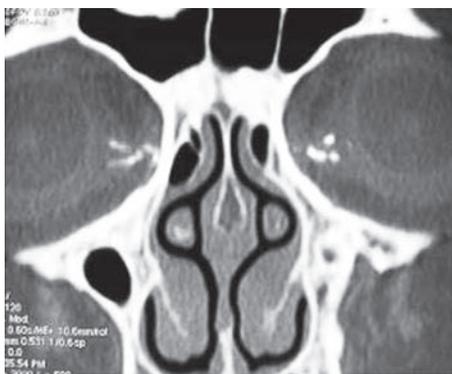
МСКТ с контрастированием слезоотводящих путей. Сужение в области устья слезных канальцев справа и облитерация устья слезных канальцев слева (коронарная проекция) [3]
